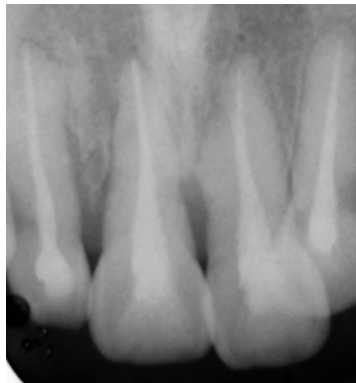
Radiografía a los 3 y medio meses del incidente fuente directa
